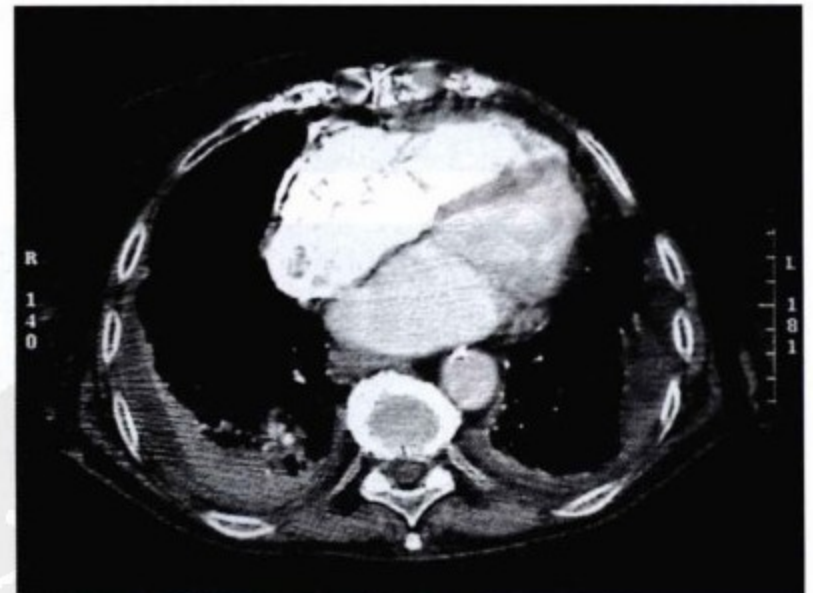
缩窄性心包炎。增强胸部 CT。右房侧壁侧方可见心包钙化,双侧胸腔积液。
